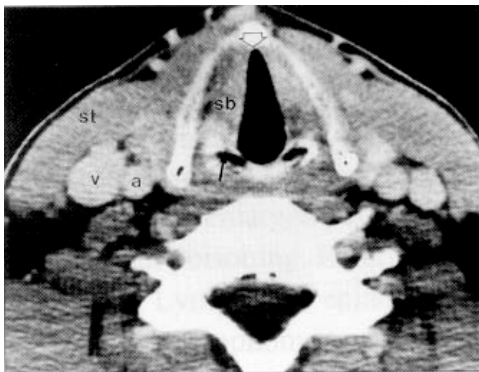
Laringele examinare CT
